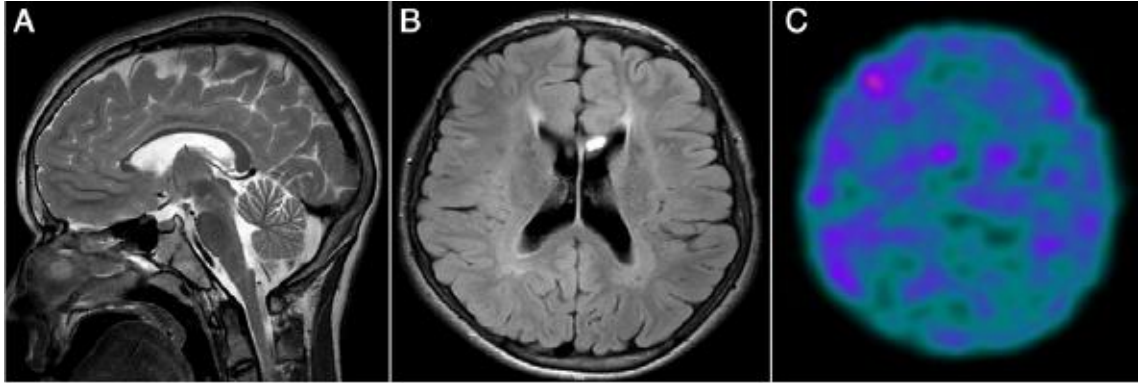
(A) RM do encéfalo ponderada em T2 sagital mostrando afinamento acentuado do corpo caloso. (B) RM do encéfalo FLAIR axial mostrando hipersinal em substância branca periventricular anterior, “sinal das orelhas do lince”. (C) [99mTc] TRODAT-1 SPECT mostrando níveis de transportadores dopaminérgicos marcadamente reduzidos em regiões do corpo estriado. Modificado de Araujo et al.
